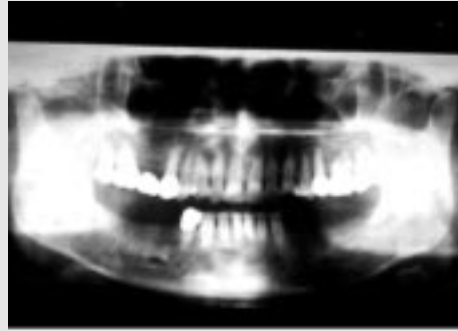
시술전 Orthopantomograph (1990년 12월)
